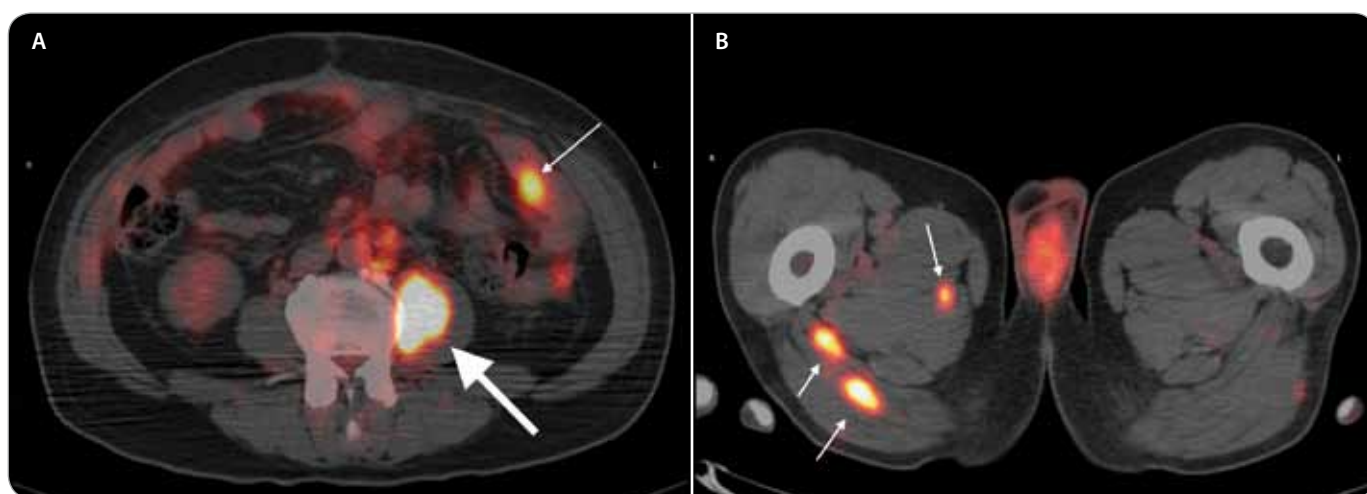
Axial fused 18-FDG PET/CT image. A – Hypermetabolic metastatic lesion in the psoas major muscle (thick arrow) and a smaller metastatic lesion on the jejunum wall (thin arrow). B – Two hypermetabolic metastatic lesions in the gluteus maximus muscle and in the adductor magnus muscle (thin arrows).
